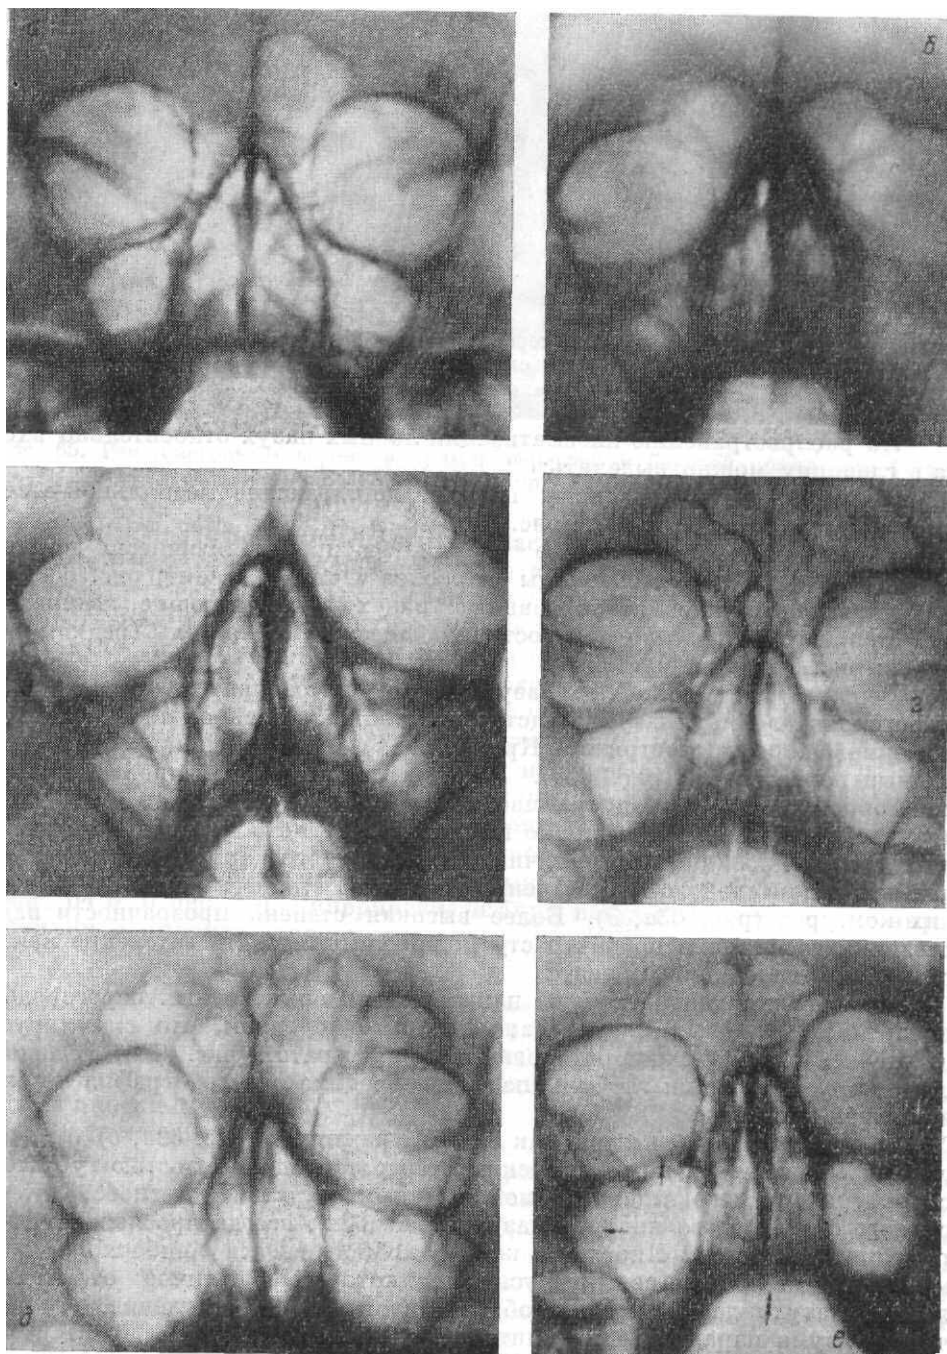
Рентгенограммы околоносовых пазух в носо-подбородочной проекции. Варианты лобных пазух *а, б, в, г* (объяснения в тексте); *е* - скуловая бухта обозначена одиночной стрелкой, глазничная бухта - двойной стрелкой, межверхнечелюстной шов обозначен тройной стрелкой.
